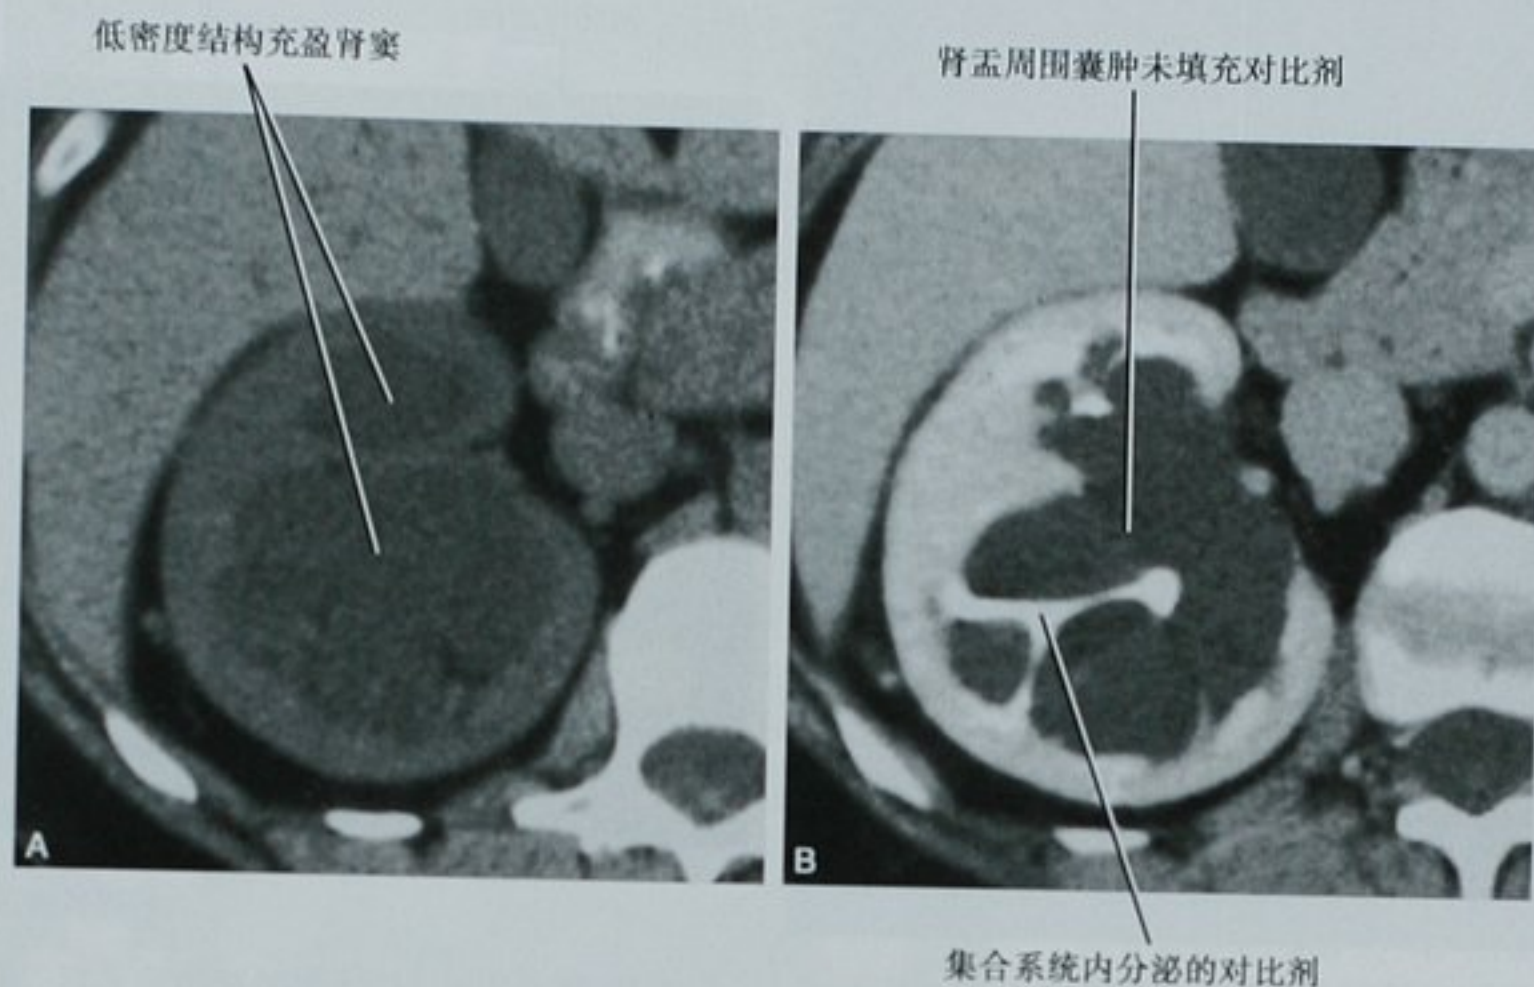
CT 鉴别肾盂周围囊肿和肾积水。A. 增强 CT 右肾横断位图像显示与肾积水一致的表现(尽管更远段的输尿管表现正常);B. 同一肾脏的分泌期横断位图像证实囊性结构不与集合系统连续
